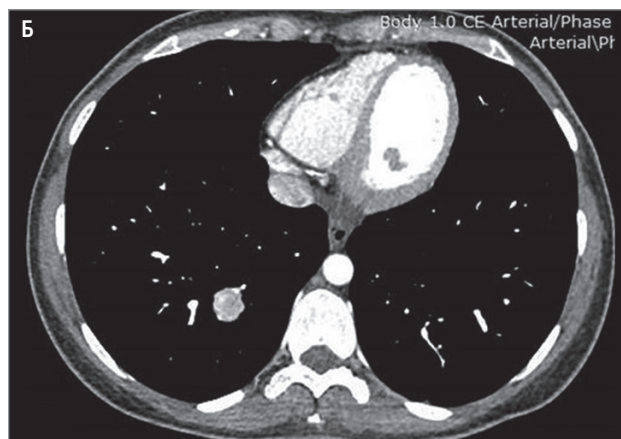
Опухолевый узел в нижней доле правого легкого: А – компьютерная томография в легочном окне; Б – в мягкотканном окне, В – позитронно-эмиссионная томография на уровне нижней доли правого легкого
